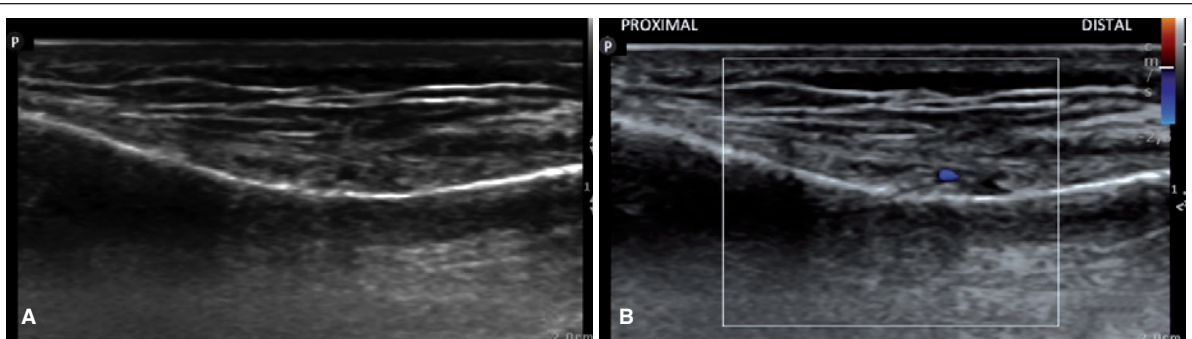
Imagen obtenida con la sonda en la posición B de la figura 9. A: imagen ecográfica para el abordaje del NGIM. B: imagen de ECO-Doppler para poner de manifiesto la presencia de la arteria homónima.
